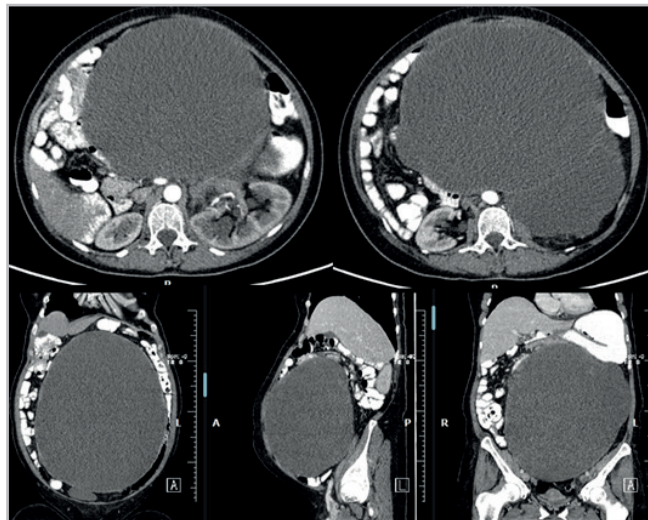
Tomografia de abdome: formação cística medindo 30x25x20 cm, com deslocamento superior e lateral de alças intestinais e rotação do eixo renal esquerdo.
